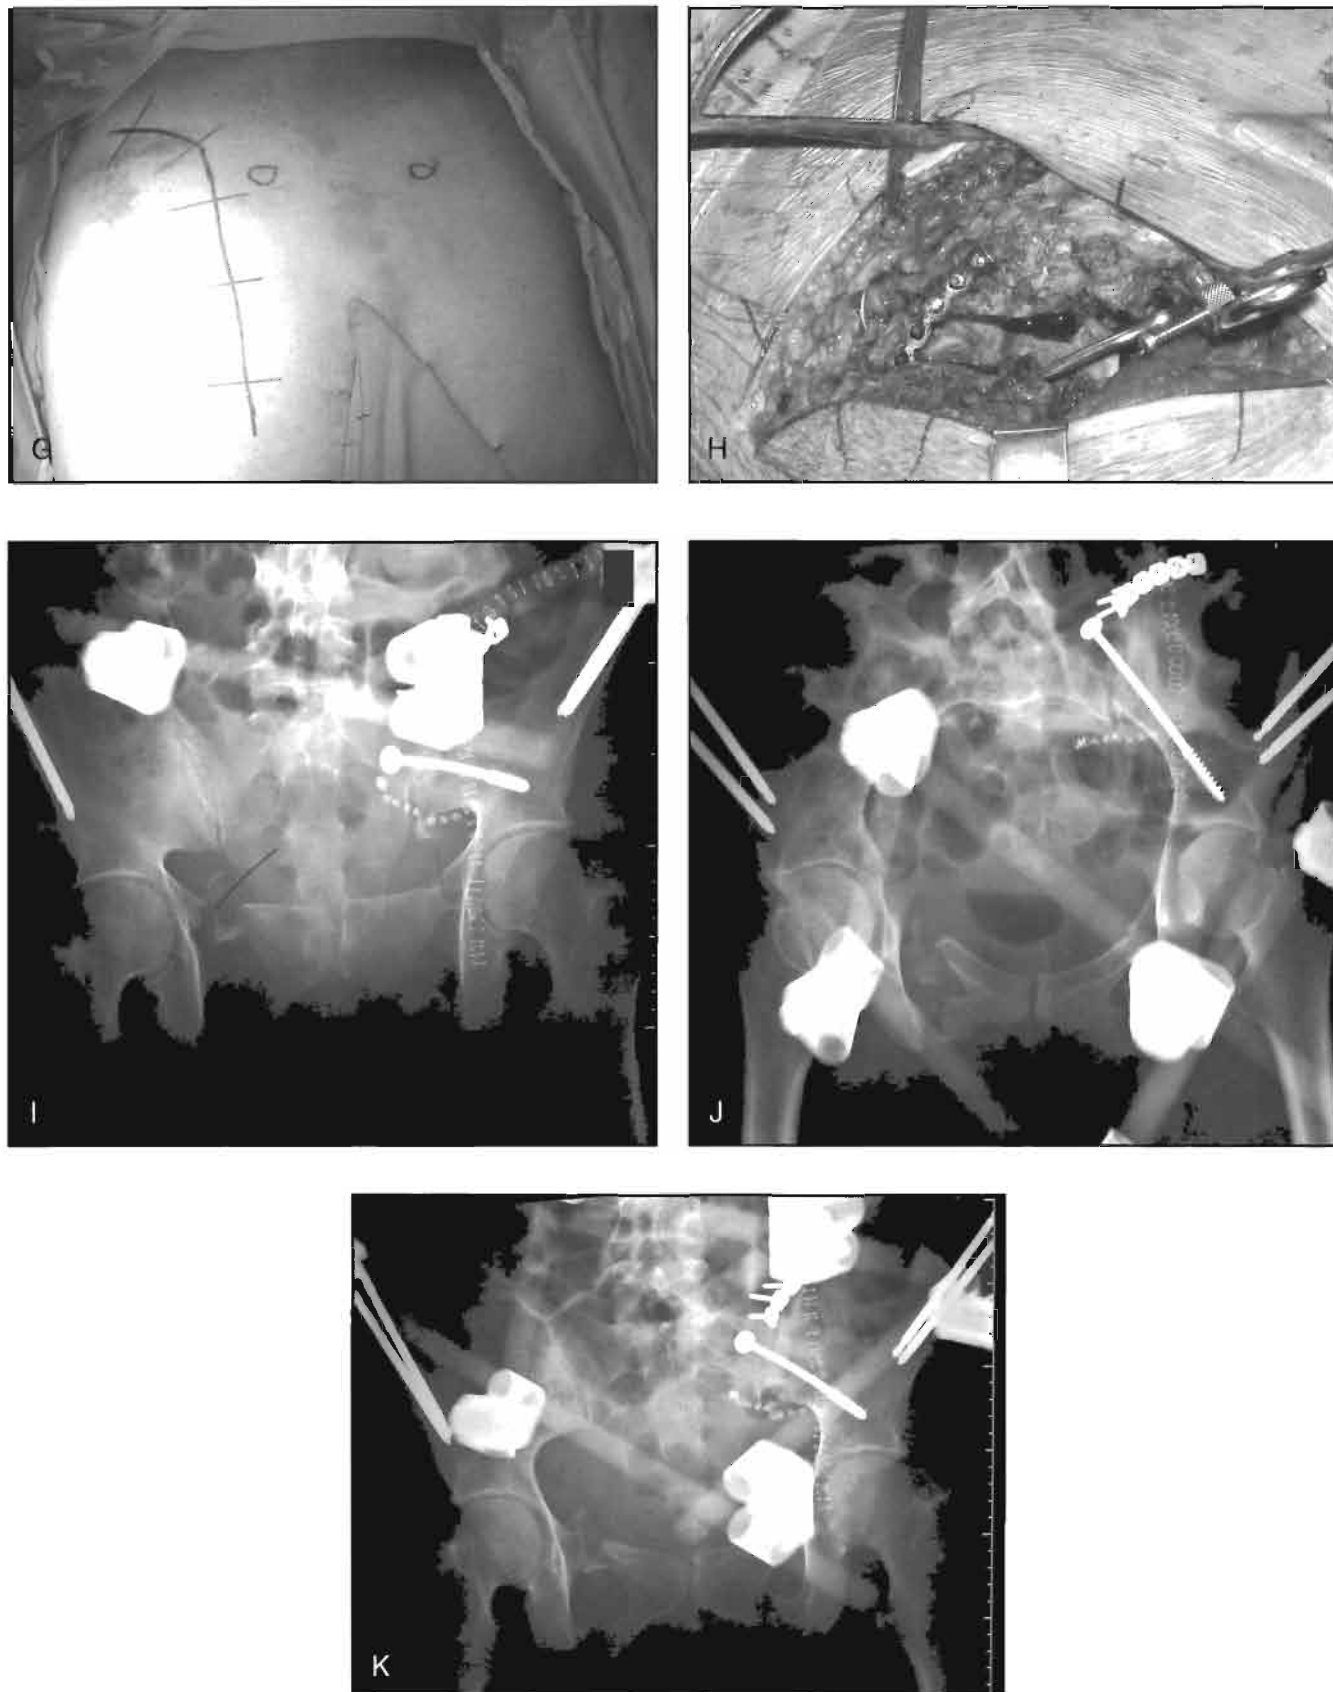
Presentación de caso. A. Proyección AP inicial de la lesión. B. Proyección AP de pelvis que demuestra una lesión inestable de la parte posterior de la cintura pelviana del lado izquierdo. Este patrón de lesión particular es una fractura-luxación. En el plano anterior, se observan fracturas bilaterales de las ramas del pubis. C. Vista del estrecho inferior que muestra traslación superior de la hemipelvis izquierda. Se puede observar desplazamiento de las partes anterior y posterior de la cintura pelviana. D. Proyección del estrecho superior que muestra desplazamiento posterior significativo de la hemipelvis izquierda. También hay desplazamiento anterior significativo. E. TC de la porción posterior de la cintura pelviana que muestra desplazamiento significativo de la hemipelvis posterior. F. TC que revela el grado de desplazamiento de la parte anterior de la cintura pelviana.
